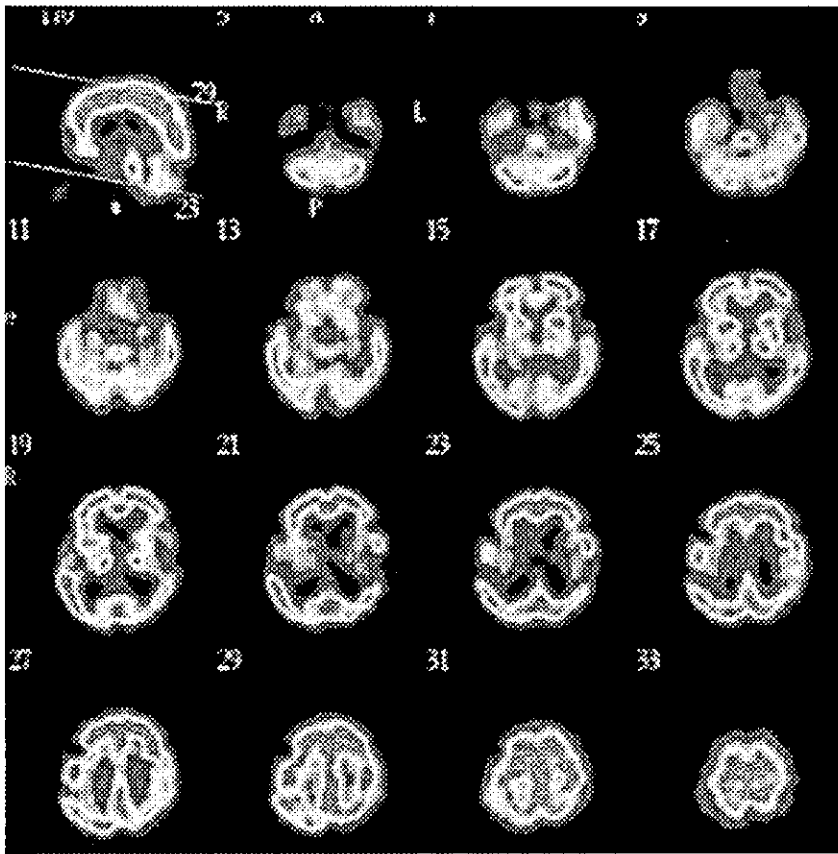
MCI 前方視的研究症例3のSPECT画像（上段：2003.12月、下段：2004.6月）
